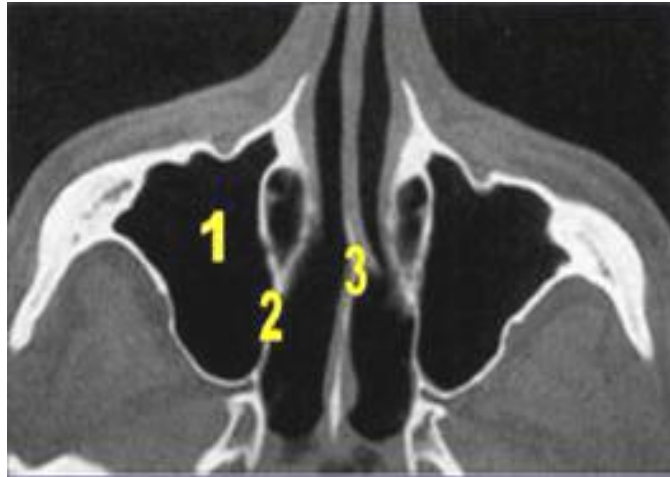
TDM en Coupe axiale passant au niveau des sinus maxillaires (1 : sinus maxillaire droit, 2 : CISN, 3 : cloison nasale) [46].
